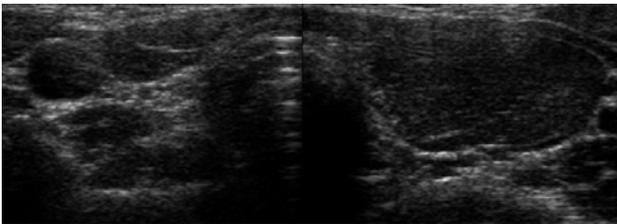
Ultrasound examination of the thyroid gland in transverse section: Nonvisualization of the right lobe and isthmus portion of the thyroid gland whereas left lobe of thyroid gland is hypertrophied but has no abnormal mass.
